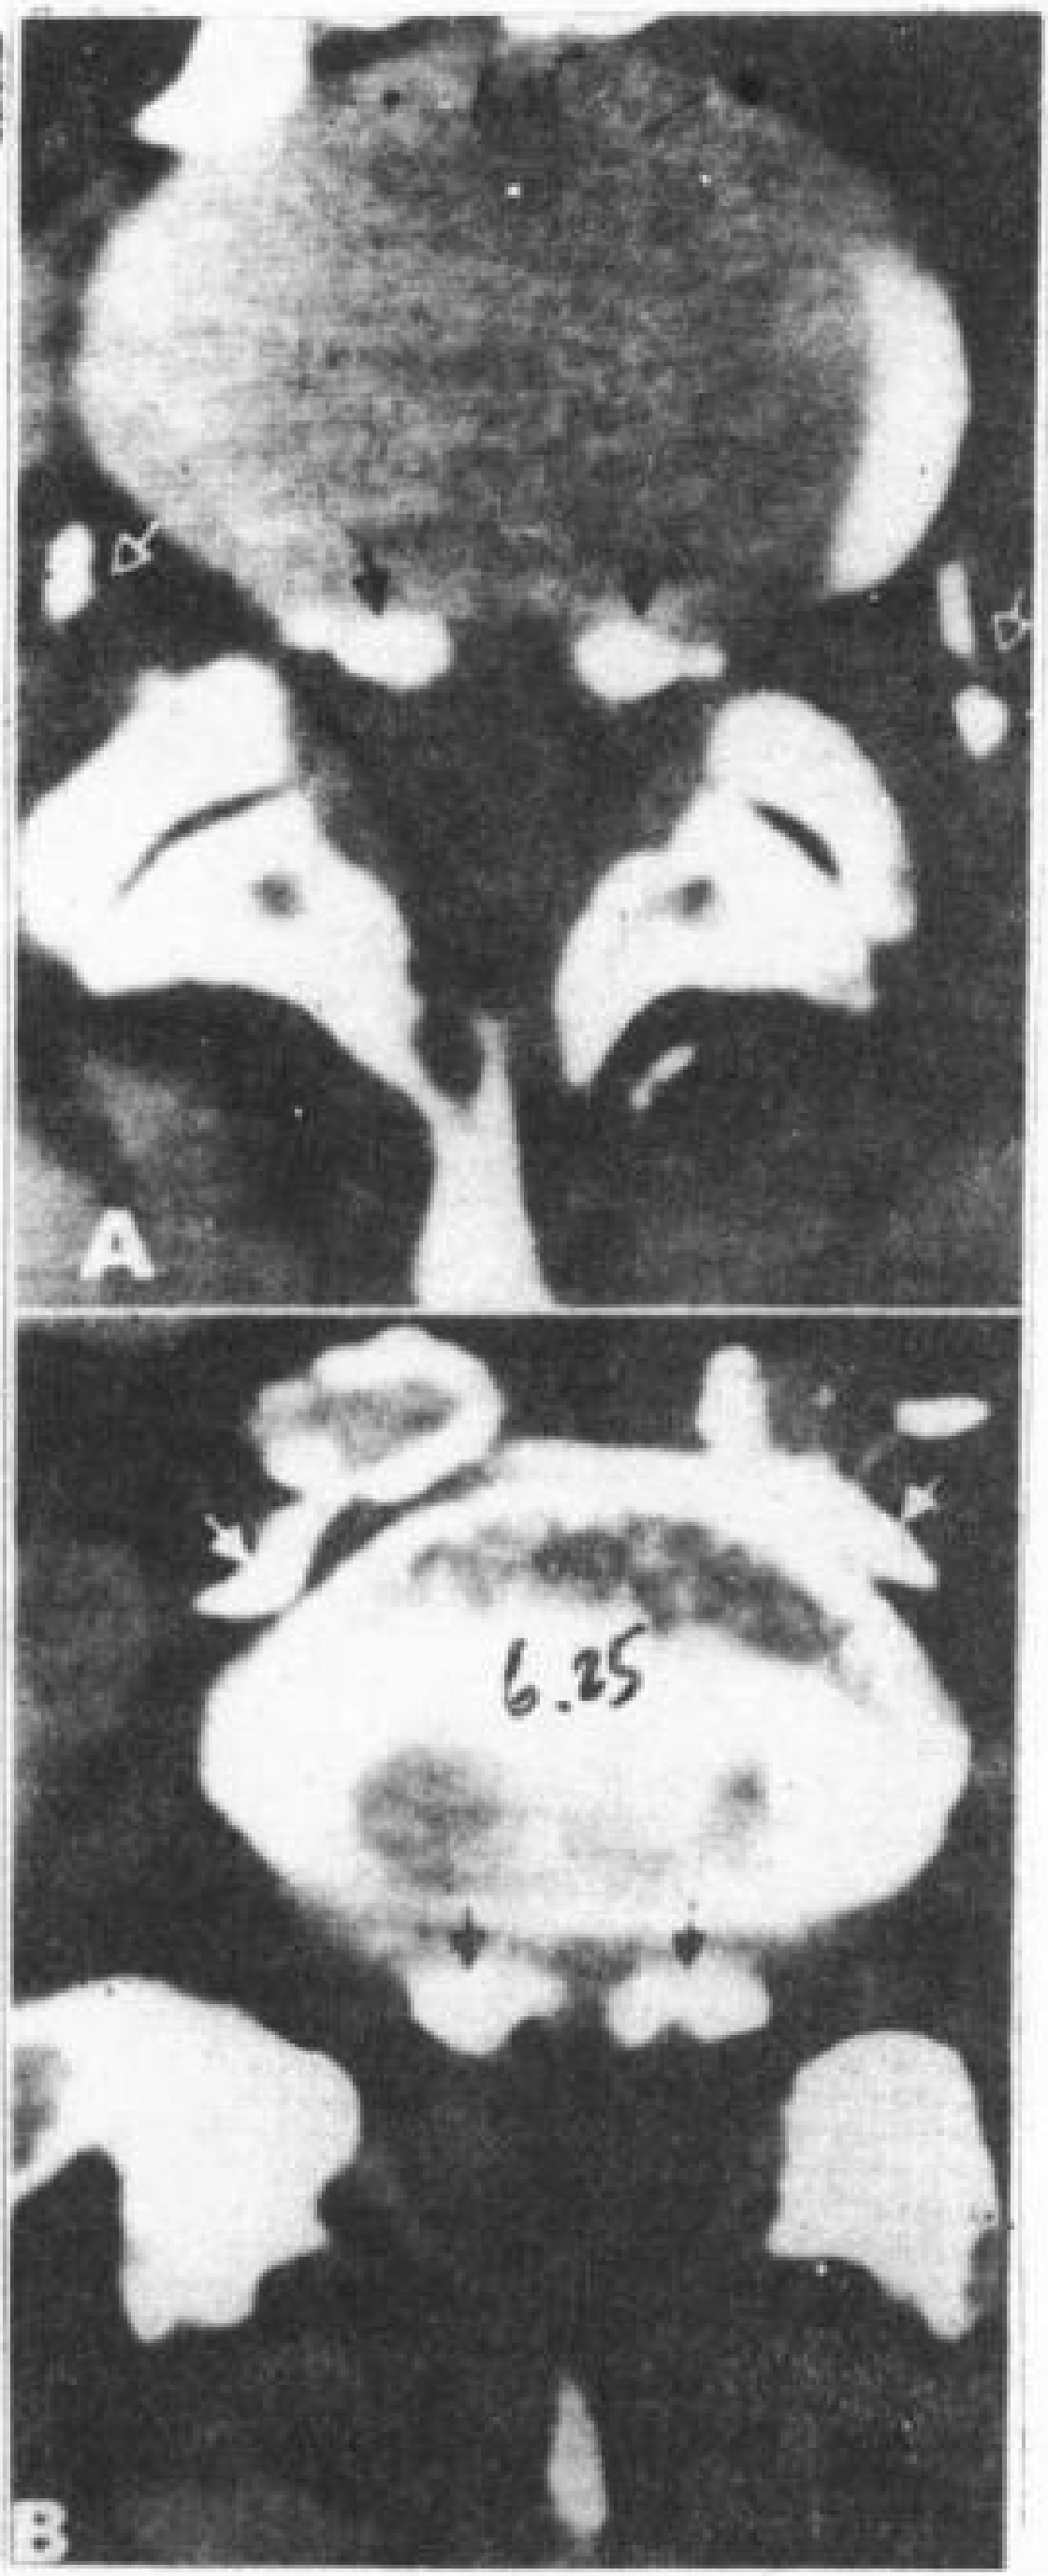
前椎内静脉, 尸体骨内注射造影剂后作 CT 扫描
